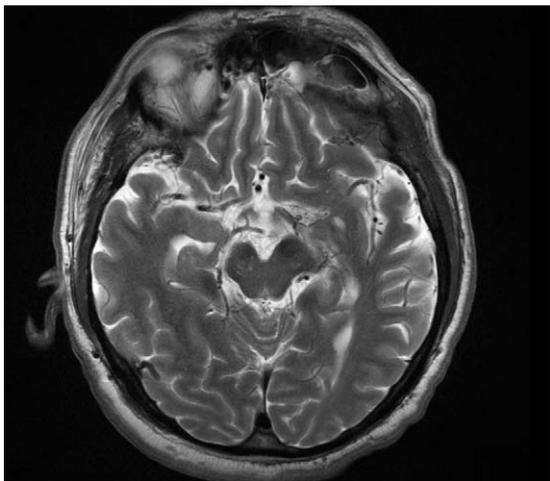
RM de control, T2 axial. Resolución de las alteraciones de imagen previas.
